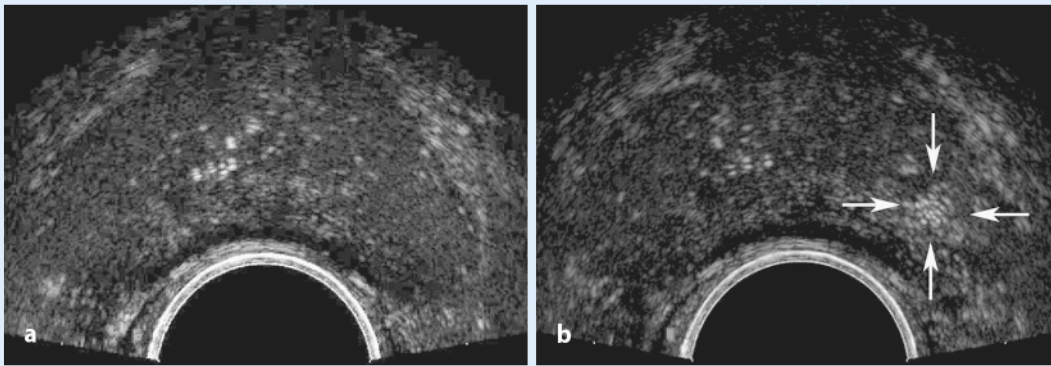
b ▲ B-Bild-harmonic-imaging-Sonographie der Prostata bei einem Patienten mit Verdacht auf Karzinom. a Die B-Bild-harmonic-imaging-Sonographie zeigt kein suspektes Areal. b 25 s nach Kontrastmittelgabe (Bolinjektion) zeigt sich ein rasch anreicherndes Areal links (Pfeile), das sich als Karzinom bestätigte
